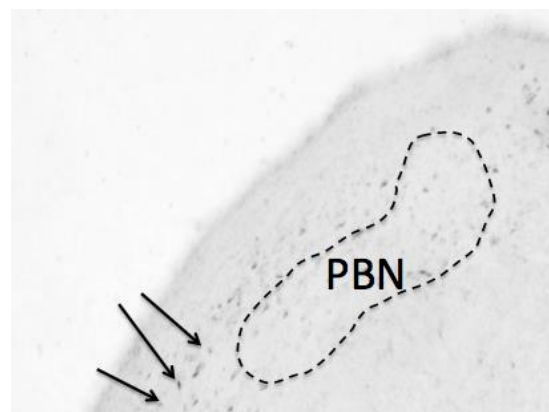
CTA を獲得したラットにおけるサッカリンを摂取時の c-fos の発現(矢印は els に発現している c-fos 陽性細胞を示す)
